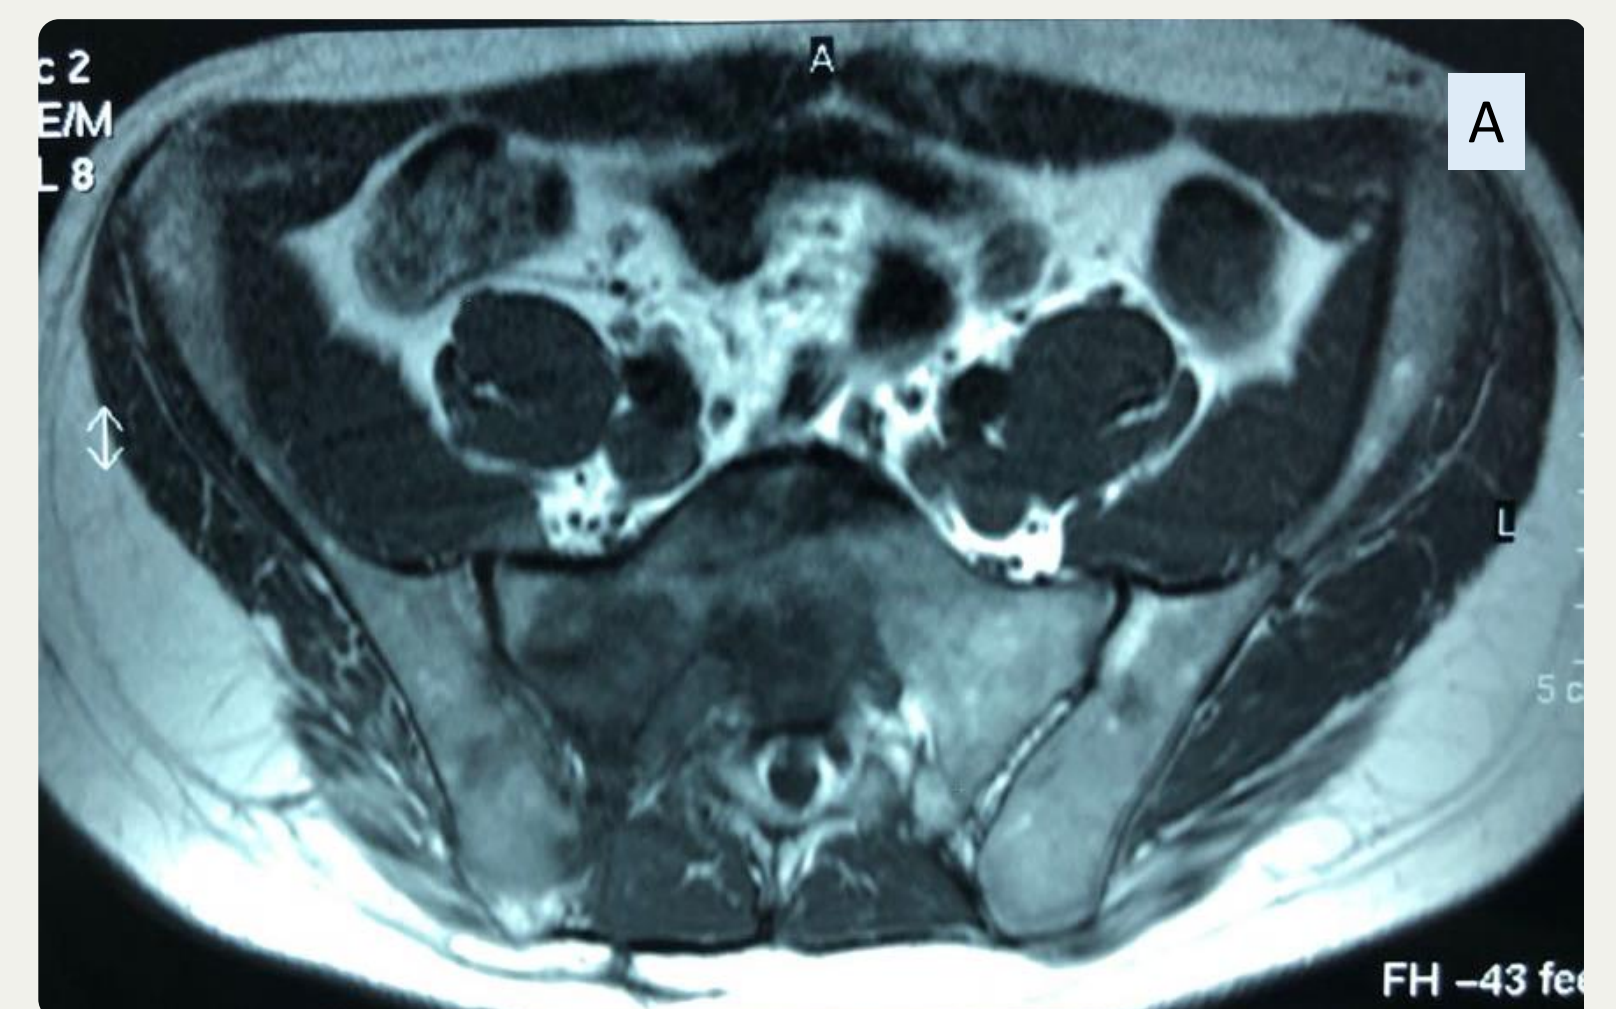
RM (A) y TC (B) sacroilíacas, corte axial. 1 año evolución. Lesión lítica en agujero S1 derecho. Edema óseo
